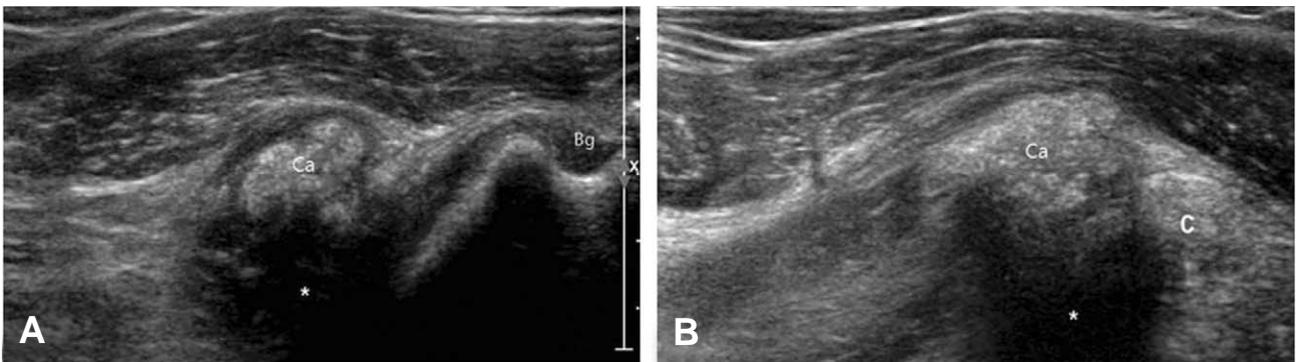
Ultrasonography finding shows dense, globular shape calcification nodule within conjoined tendon just distal to coracoid process, and its location corresponds to MRI finding. Note that thick posterior acoustic shadowing (*asterisk) behind calcification nodule. (A) Transverse view, (B) Longitudinal view
